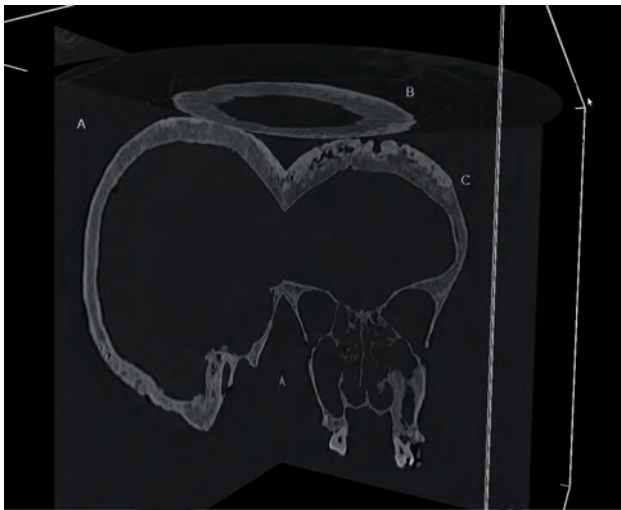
Coupes CT-scans du crâne pathologique en vue sagittale (A), axiale (B) et frontale (C).
